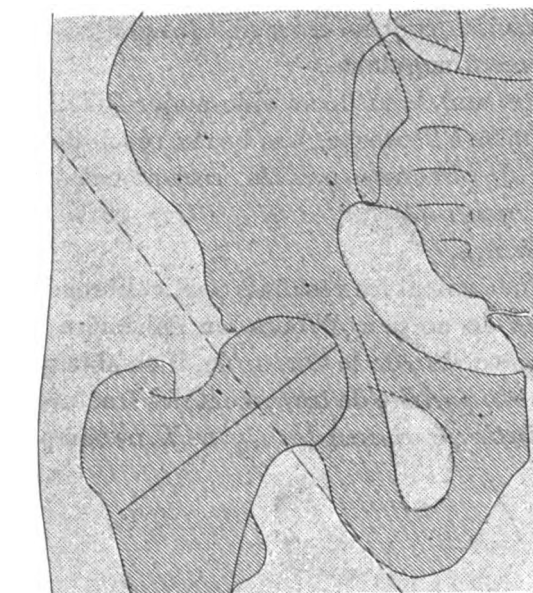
Radiographie de face, montrant l'incidence à utiliser pour faire une radiographie de profil de la hanche.
